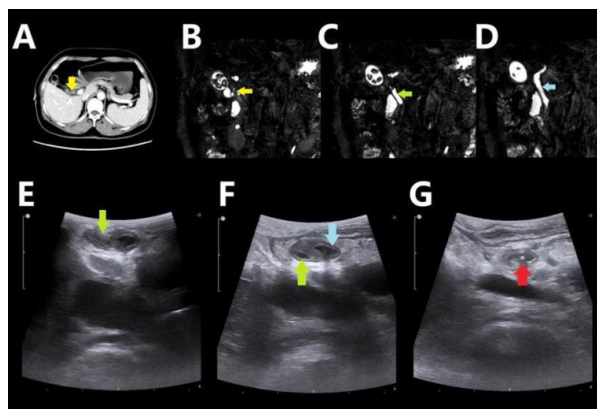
利用术中超声扫查VIIa型胆囊管的汇合方式。A、B：CT和MRCP提示冗长胆囊管内结石嵌顿（黄色箭头）；C：MRCP提示冗长的胆囊管（绿色箭头）；D：MRCP提示肝总管（蓝色箭头）；E、F：术中超声显示胆囊管（绿色箭头），胆囊管与肝总管并行；G：胆囊管在胰腺内汇入肝总管，红色箭头提示胆总管内的支架
